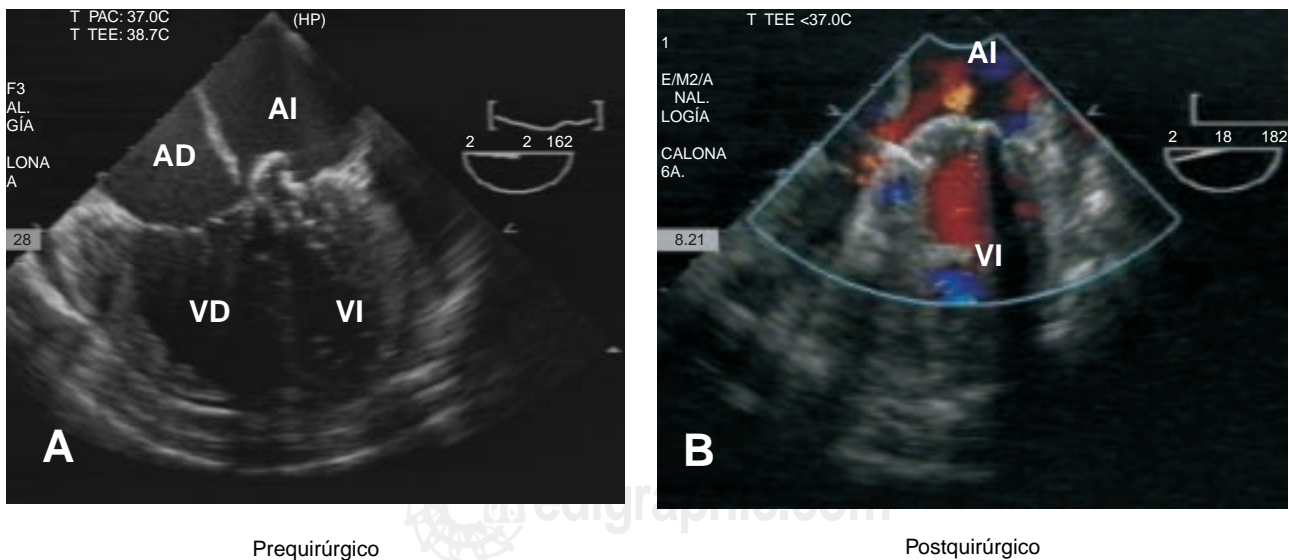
Imágenes ecocardiográficas transesofágicas bidimensionales que muestran en A) el estudio preoperatorio de un paciente con canal atrioventricular común con displasia de la porción izquierda de la válvula. B) Muestra el ecocardiograma perioperatorio en donde se observa la prótesis mecánica en posición mitral, con Doppler color se confirma que no existen fugas paravalvulares ni cortocircuitos residuales a nivel de los parches septales.
